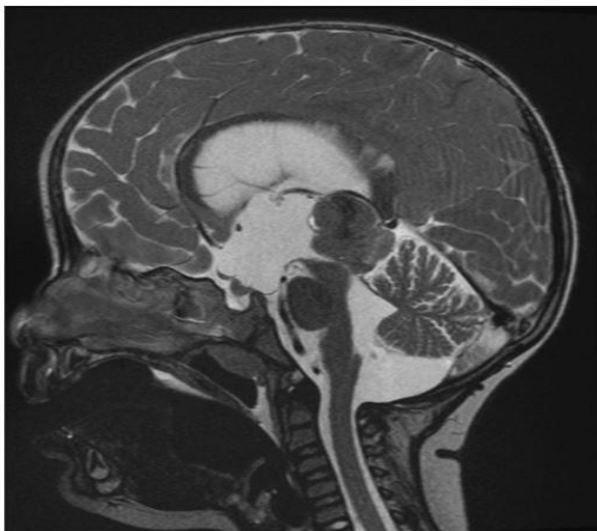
Rétinoblastome trilatéral examiné par IRM (T2-IRM) (Bornfeld et al., 2020).
